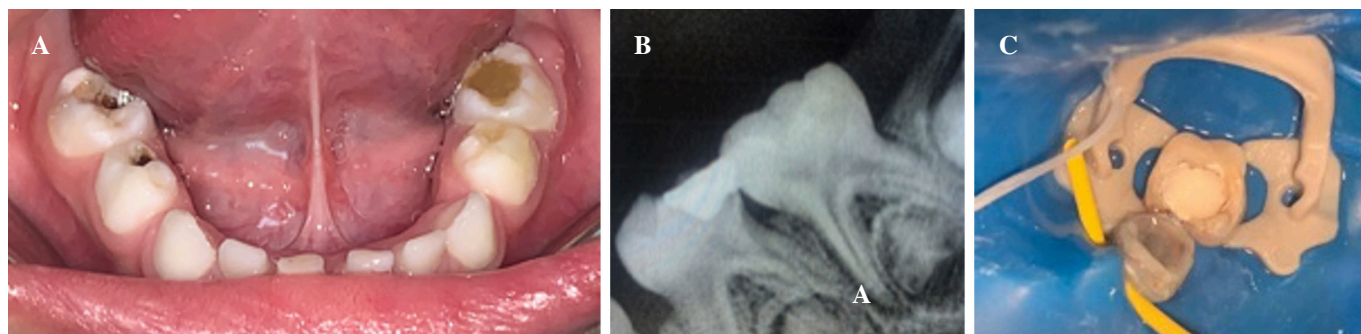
Case report #2. A. Initial intraoral photograph. B. Initial periapical radiograph. C. Clinical photograph of U.D. 7.4 and 7.5 under rubber dam isolation.
